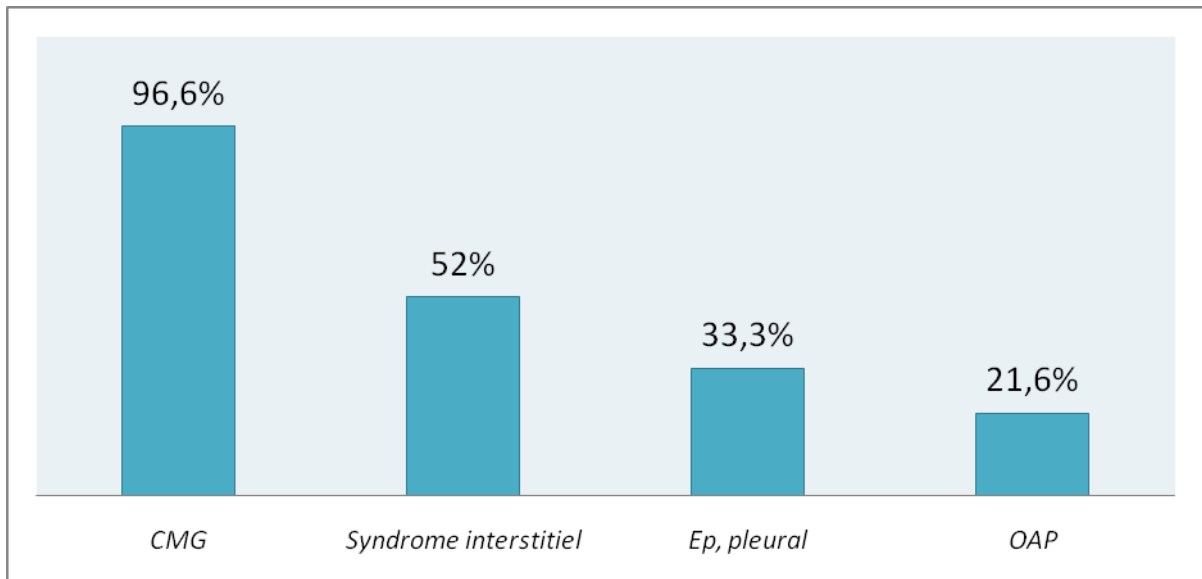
Résultats de la radiographie thoracique
